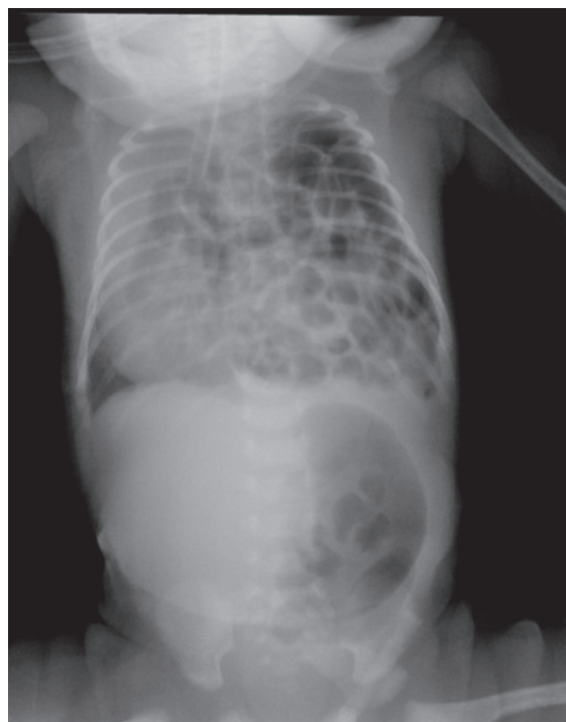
Рентгенограмма органов грудной клетки пациента И. с левосторонней врожденной диафрагмальной грыжей
